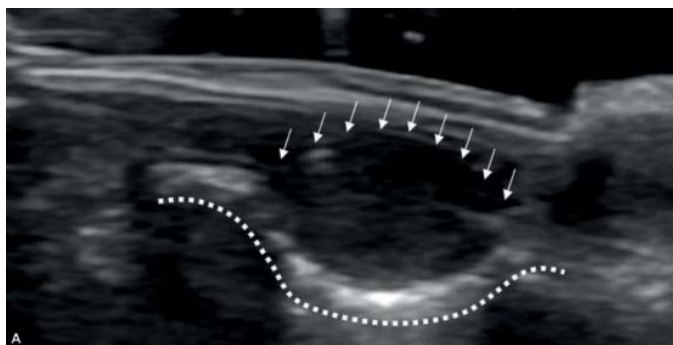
Ultrassonografia - Exame realizado no plano sagital, modo B, com sonda de 18 MHz, demonstrou imagem nodular, hipocogênica, de contornos bem definidos (setas) no leito ungueal medial, determinando remodelamento ósseo da falange distal subjacente (linha pontilhada).
